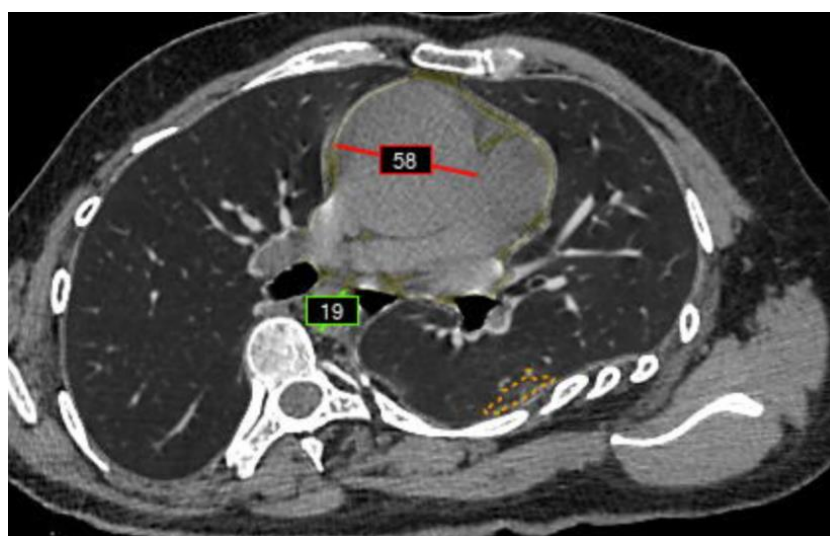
КТ ОГК, аксиальный срез (без контрастного усиления), использование ТИИ: аневризма восходящей аорты (58 мм) выделена цветовой разметкой (красного цвета), что упрощает ее обнаружение и уточнение размеров.
